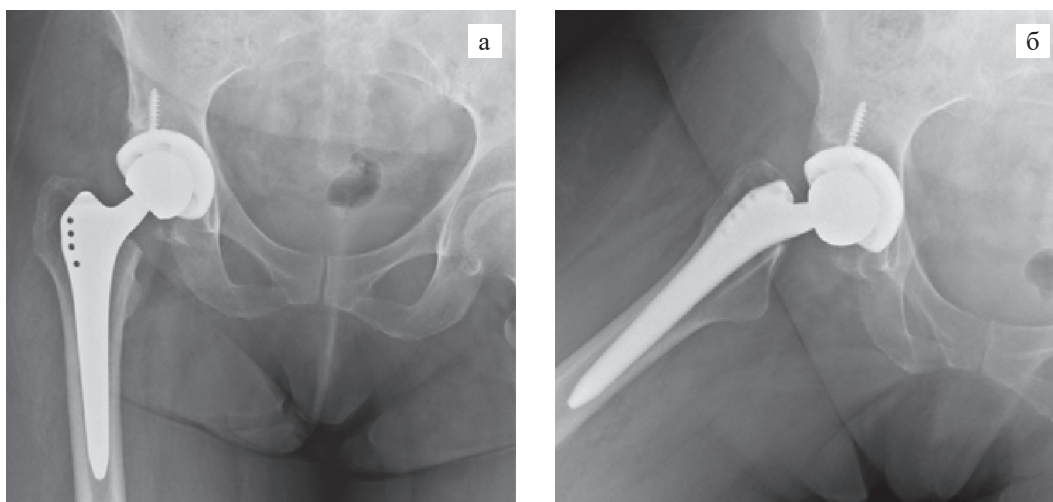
Рентгенограмма через 4 года после тотального эндопротезирования правого тазобедренного сустава; правильное и стабильное положение эндопротеза; остеоинтеграция: а – снимок тазобедренного сустава в среднем положении; б – снимок тазобедренного сустава в положении отведения
